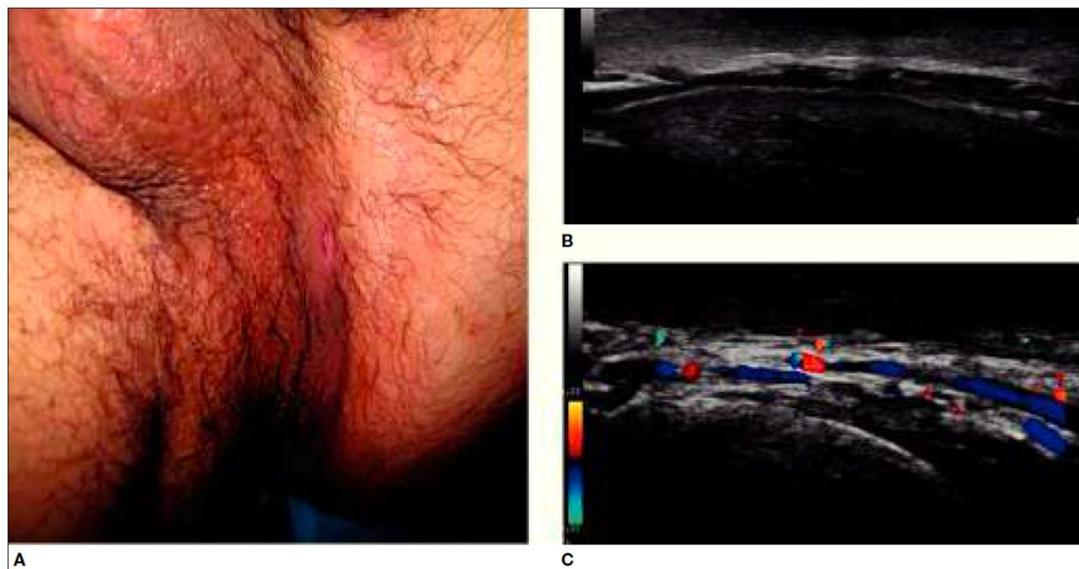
A) lesión supurativa en región inguinoperineal izquierda. B) Tracto fistuloso hipodérmico. C) Doppler que muestra actividad inflamatoria intensa en el tracto fistuloso⁹
